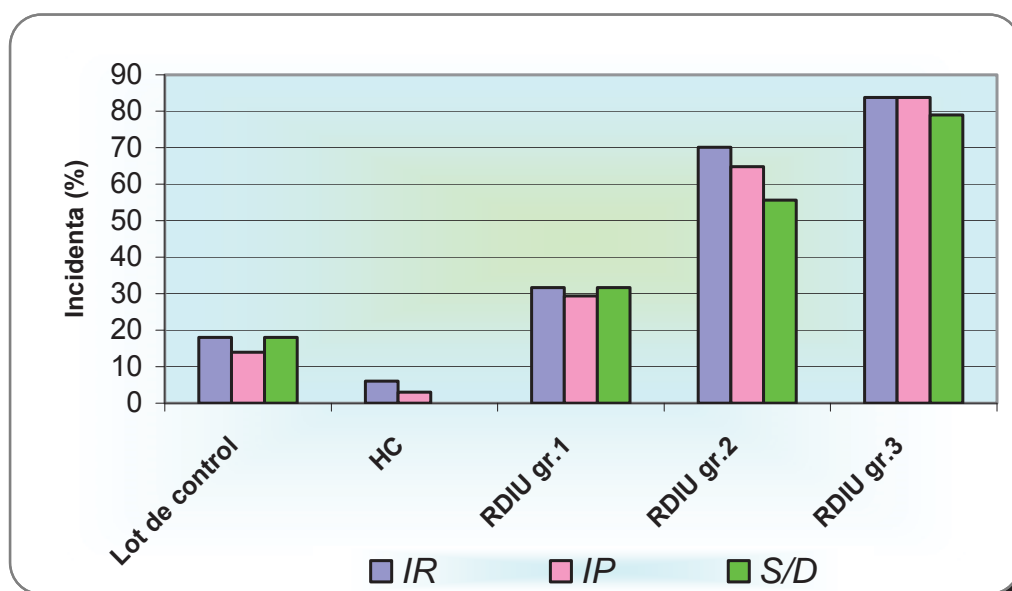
Aprecierea dereglărilor fluxului sangvin, prin velocimetria Doppler la gestante, în funcție de gradul de RDIU al fătului
